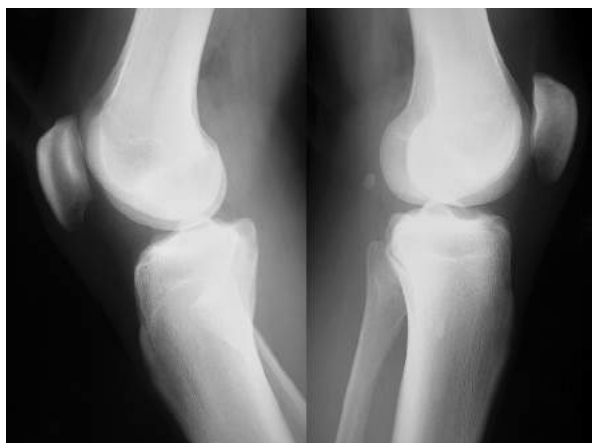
Profile radiograph of both knees showed the vertical type of proximal tibiofibular joint with the angle of 45 degrees
